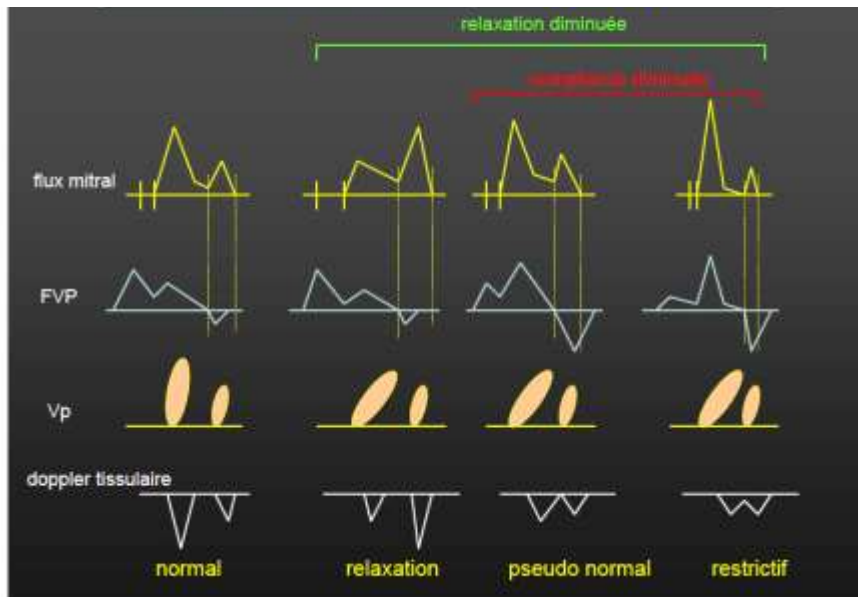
Evaluation échocardiographique de la fonction diastolique VG
